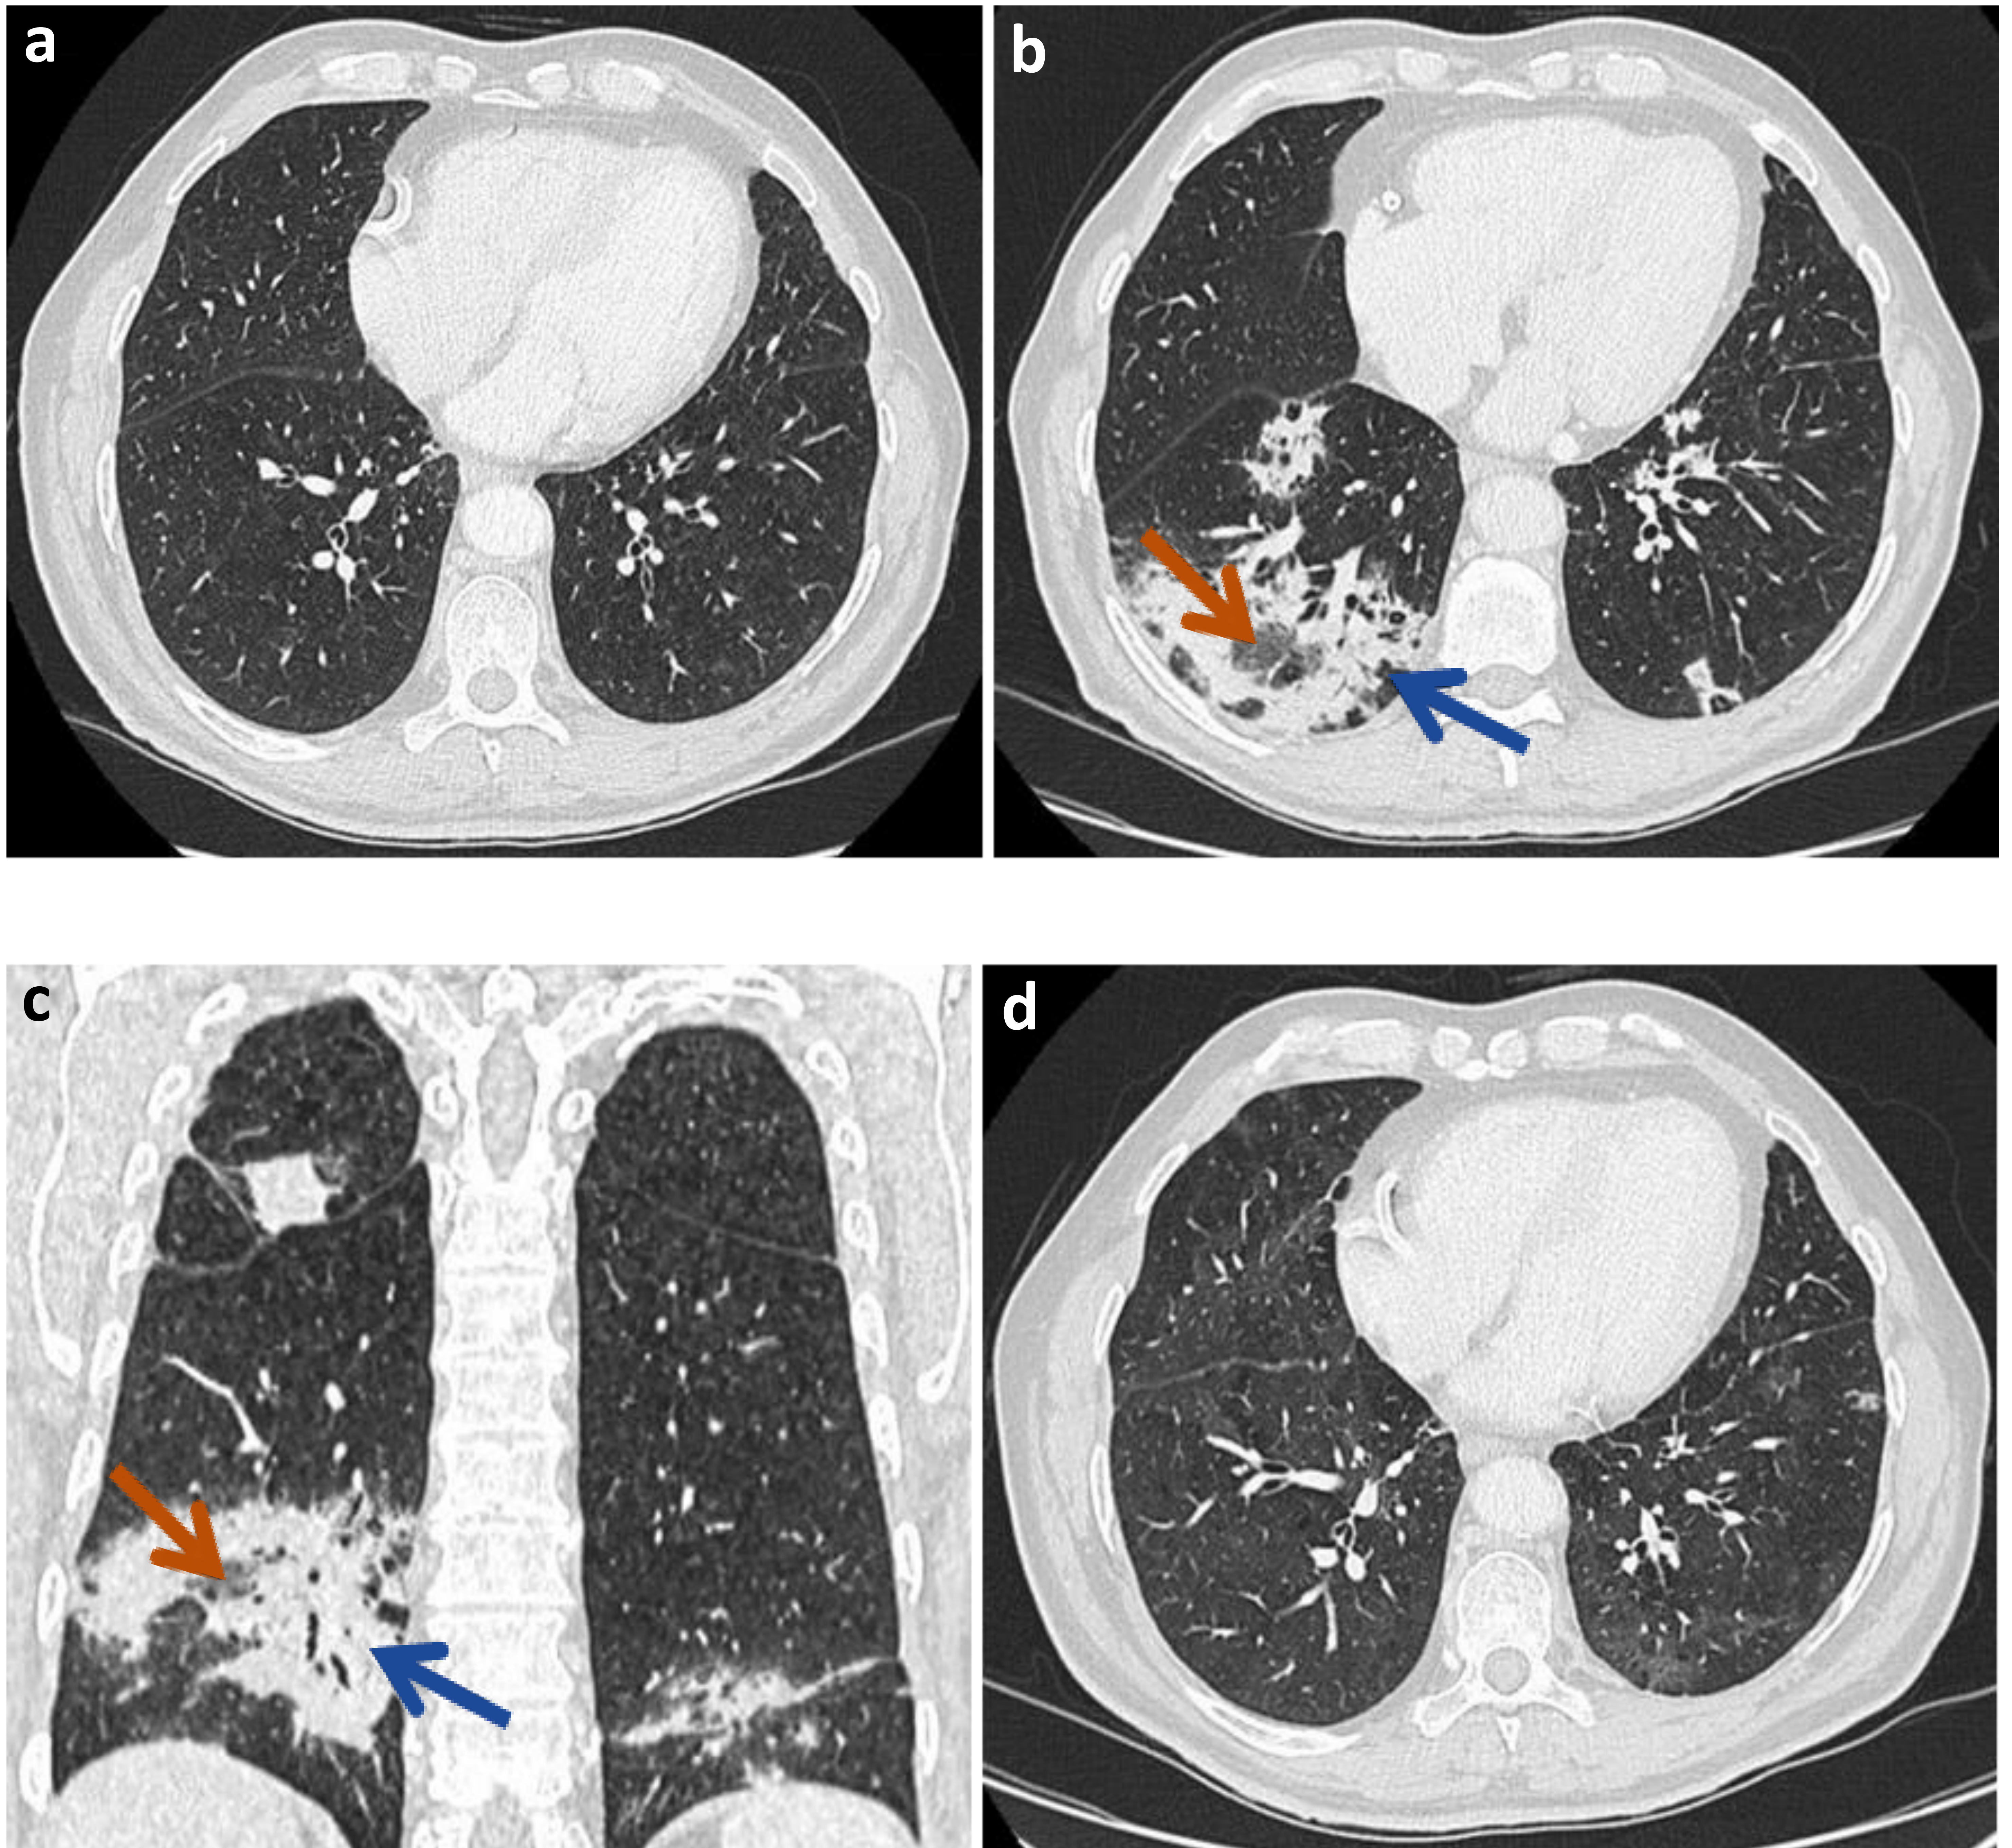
Neumonitis grado 3 con patrón NO en un varón de 70 años en tratamiento con Pembrolizumab por adenocarcinoma de pulmón estadio IV. (a) Corte axial de Tc de tórax basal antes de iniciar la inmunoterapia. (b, c) Corte axial y coronal de TC de tórax a los 6 meses de comenzar con Nivolumab con opacidades consolidado-atelectásicas (flecha azul), distorsión-fibrosis en evolución y otras áreas con patrón en empedrado (flecha naranja) (d) Corte axial de TC de tórax a los 6 meses de interrumpir el tratamiento y administrar corticoterapia.
